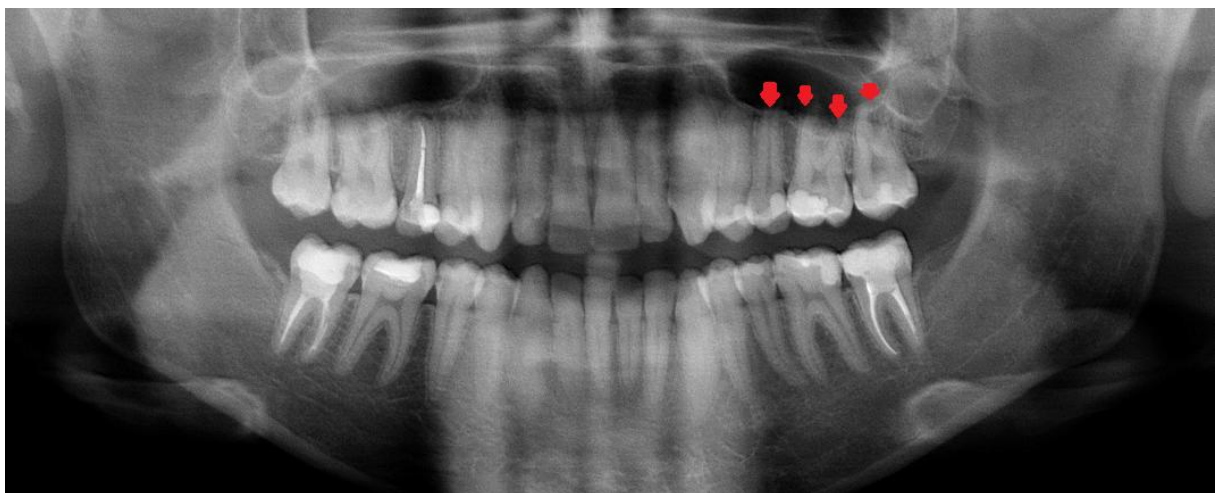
Imagem de uma radiografia panorâmica na qual a visualização da relação entre as raízes assinaladas e o seio maxilar não é precisa com o recurso a este exame.
